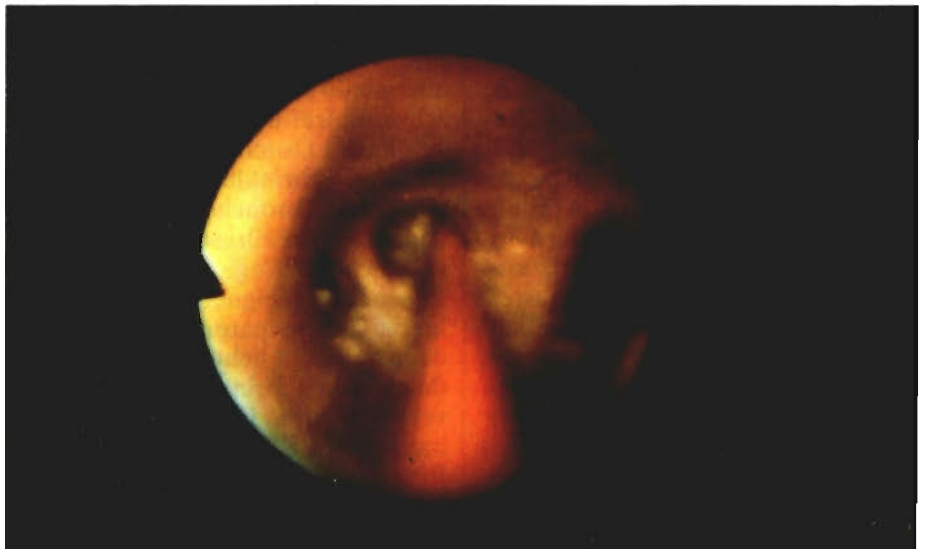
Vorschieben des Katheters in die Segmentostien zur röntgenologischen Darstellung der Fistel
